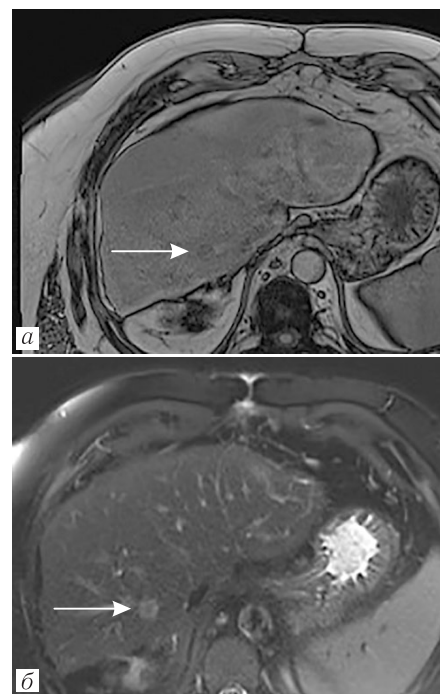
МРТ печени: а — аксиальная плоскость, T1 dixon; б — аксиальная плоскость, T2-ВИ. В SVII печени определяется гипоинтенсивный МР-сигнал на T1 dixon и неоднородный гиперинтенсивный на T2-ВИ
